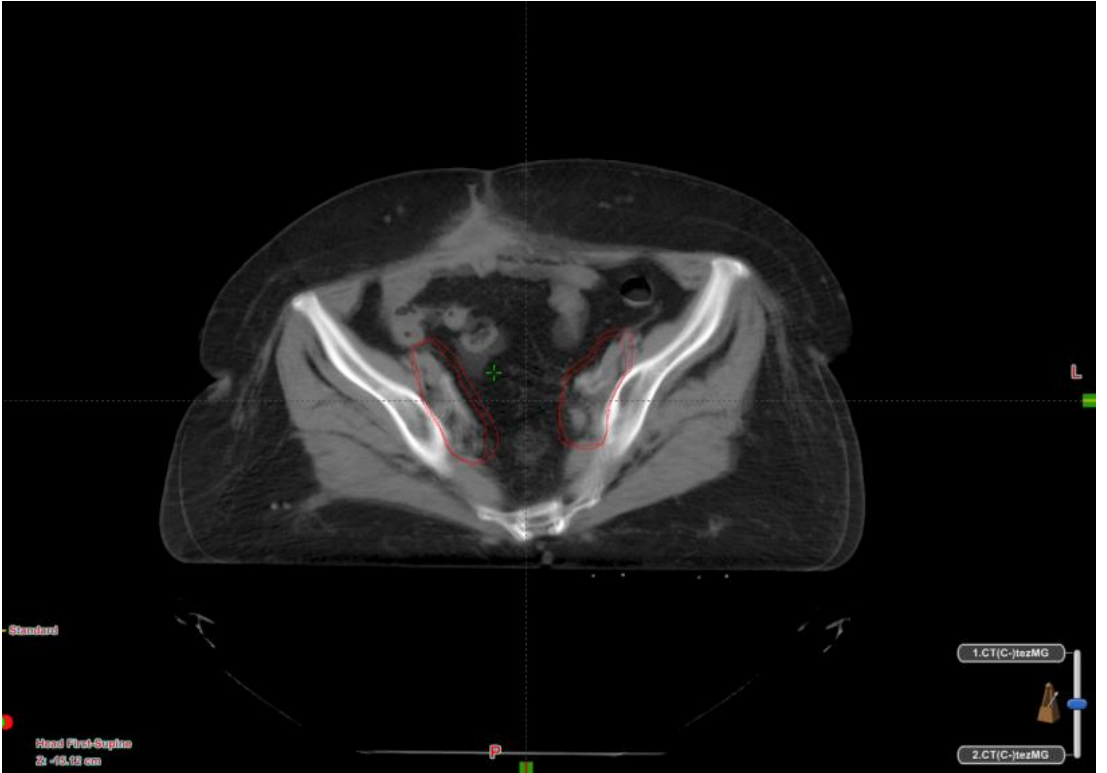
’de aynı hastanın tedavinin başında ve 3. haftanın sonunda çekilen BT görüntüleri füzyon yapıldıktan sonra, CTV’lerdesaptanan değişiklikler gösterilmiştir. DTD olmaksızın çekilen BT görüntülerinde vücut ön-arka çapında belirgin değişiklik yoktur. Ancak özellikle presakral CTV’de sapmalar belirgindir.
